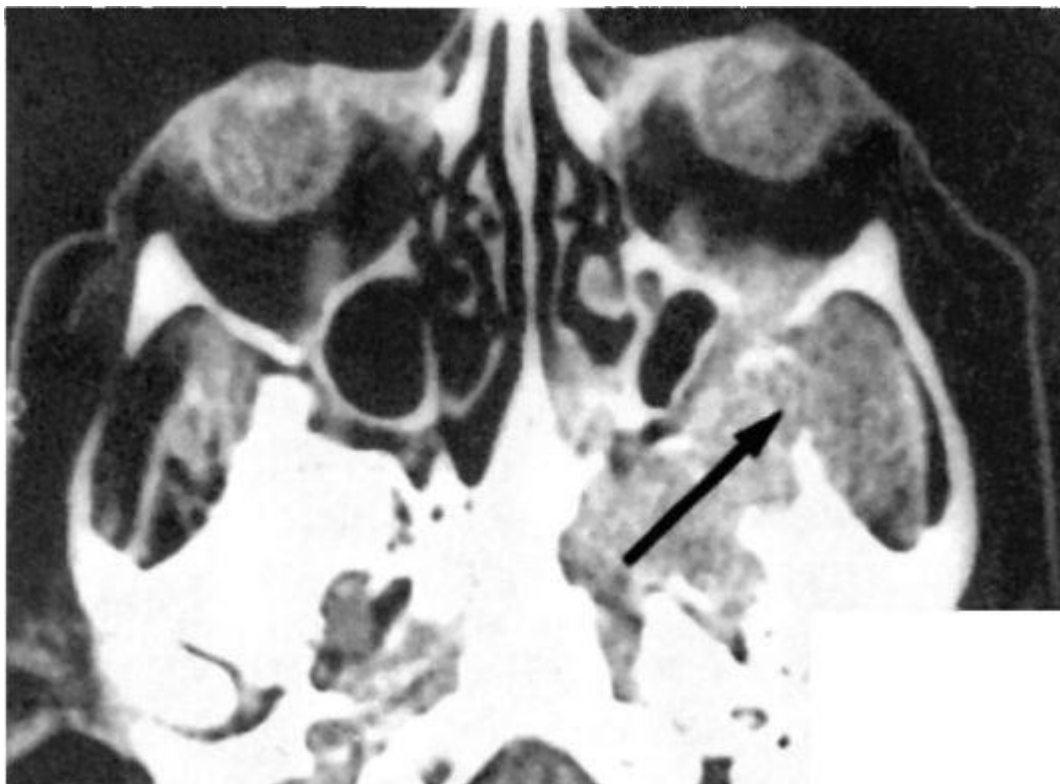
Компьютерная томограмма черепа больного с юношеской ангиофибромой (указано стрелкой). Прорастание опухоли в глазницу, верхнечелюстную пазуху и решетчатые ячейки
